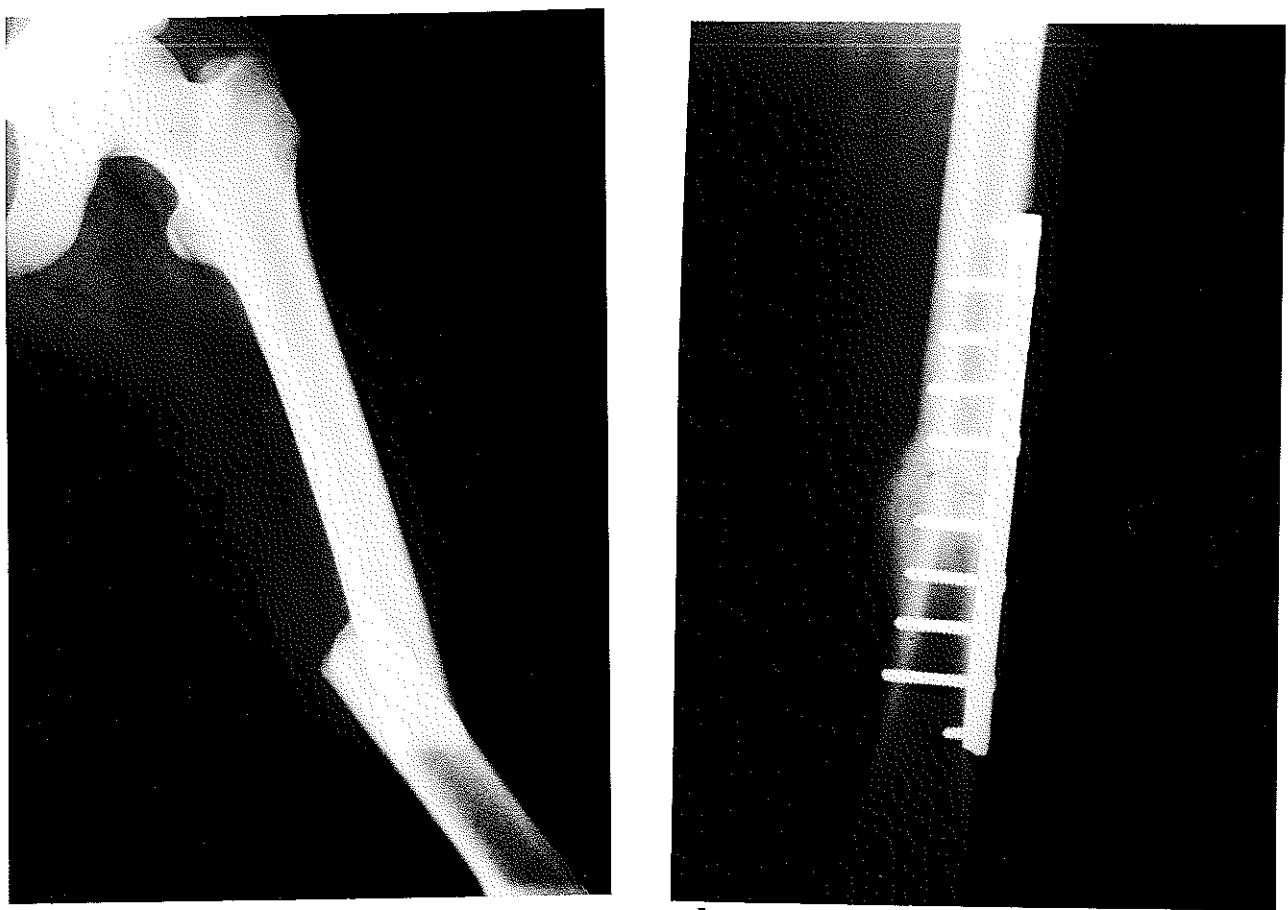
34 yaşında erkek hasta, trafik kazası sonucu sol femur cism parçalı kırığı oluştu 9 delikli AO plak ile osteosentez yapıldı. Bir adet interfragmenter tespit yapıldı, kırık hattından fragman kaybı oldu. a) Kırık grafisi, b) Ameliyat sonrası 7 ayda kaynamış grafisi
